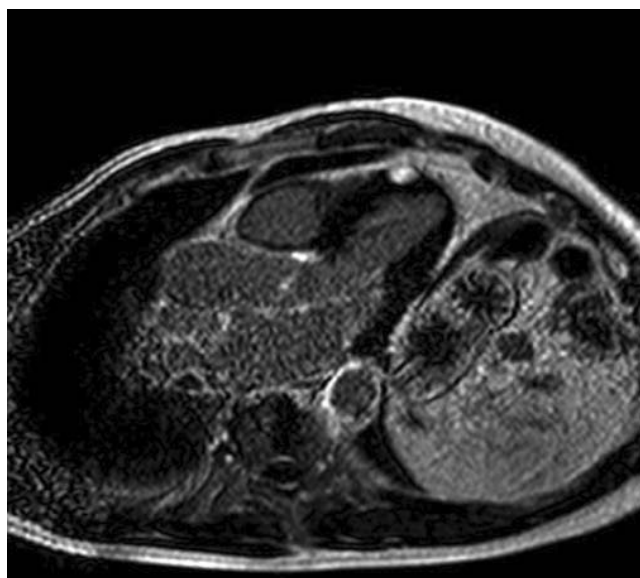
T2-weighted cardiac MRI showing a metastatic lesion of 15 mm located within the anteroseptal wall of the left ventricle in the subepicardial layer.
